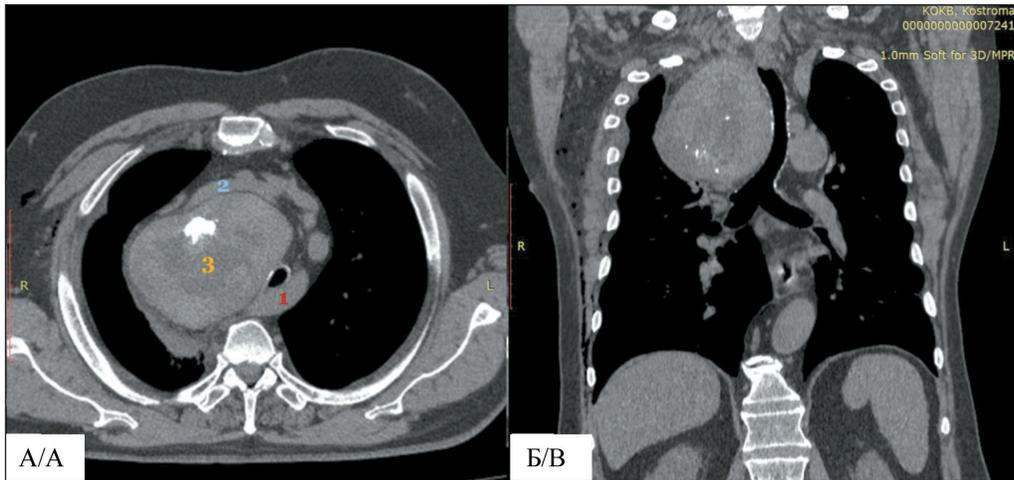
МСКТ средостения. А – аксиальный срез: 1 – правая подключичная артерия, расположенная ретротрахеально; 2 – левая плечеголовная вена; 3 – загрудинный зоб с кальцинатами. Б – фронтальный срез: трахея оттеснена влево, имеет S-образный изгиб. Примечание: рисунок выполнен авторами
